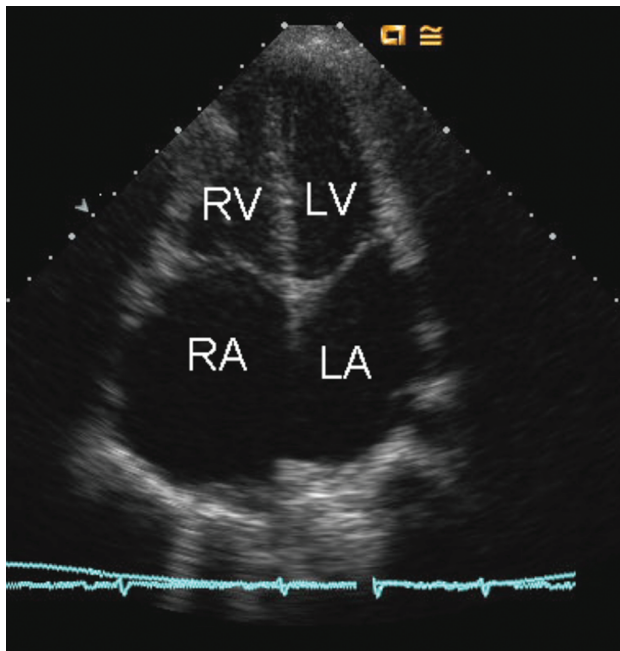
Ecocardiograma bidimensional em corte apical quatro câmaras, no qual se observam ventrículos de tamanhos normais e átrios aumentados. (Cortesia da Dra. Vera Salemi)
